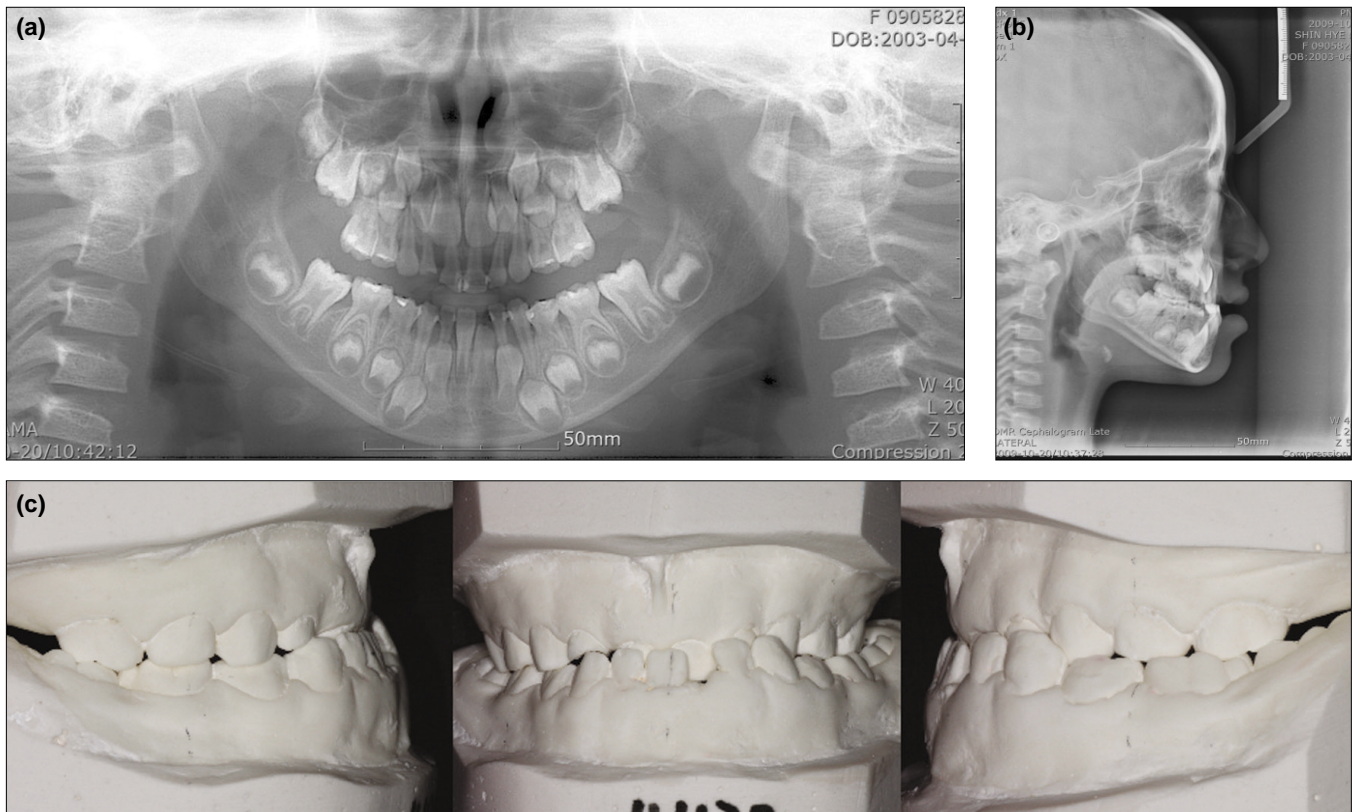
A case of anterior crossbite, (a) panoramic view, (b) lateral cephalometric radiograph, (c) working model.
